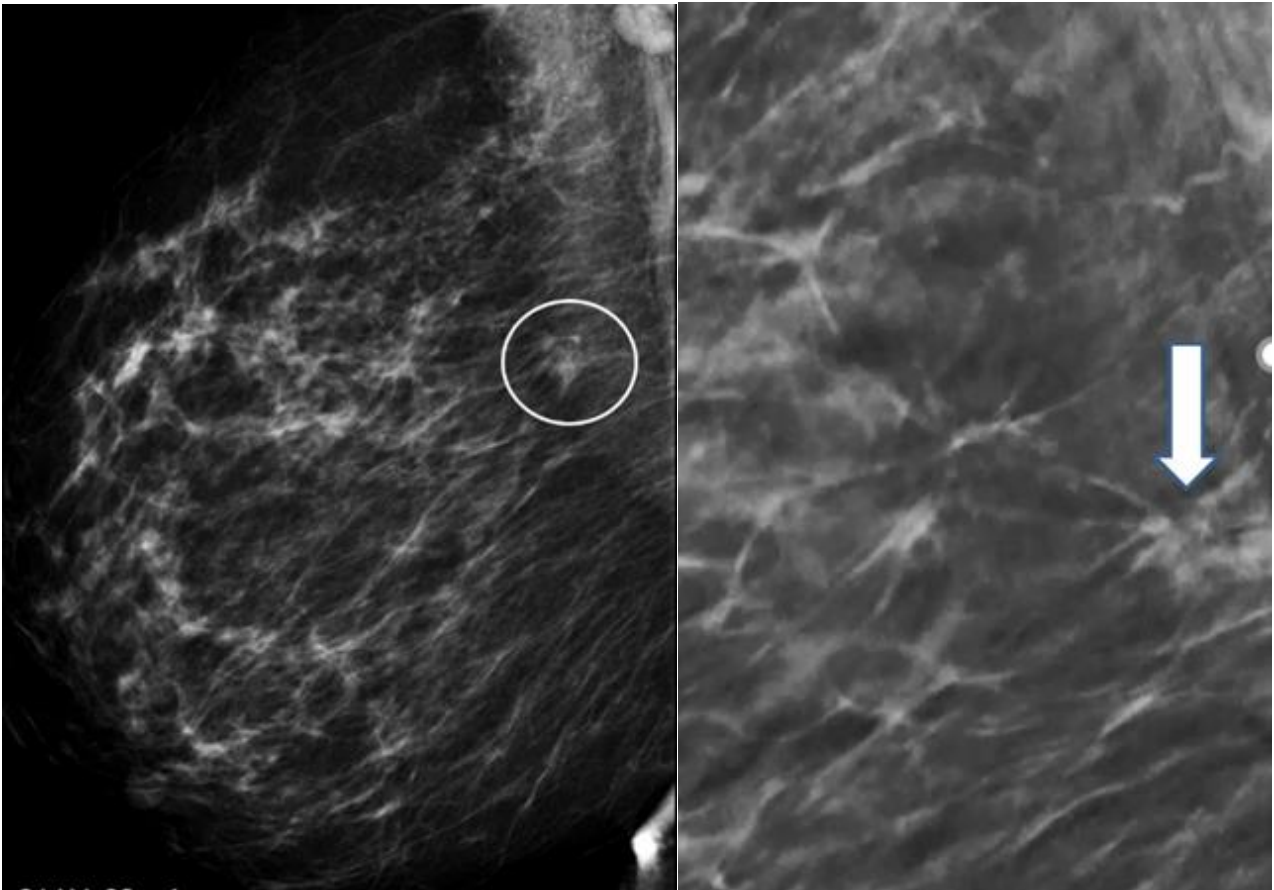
Oireettoman naisen seulontalöydöksenä oli rakennehäiriö, jonka alueella MRI:ssä oli massan tehostuma ja UÄ:ssä rakennehäiriö. PAD:ssa radial-scar ja ADH.
